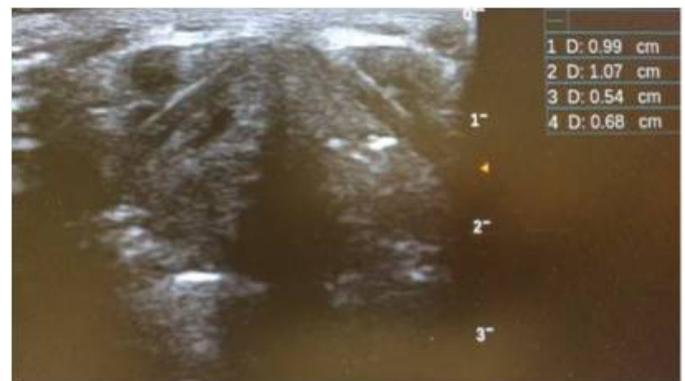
Ecografía durante la apertura de las cuerdas vocales.
